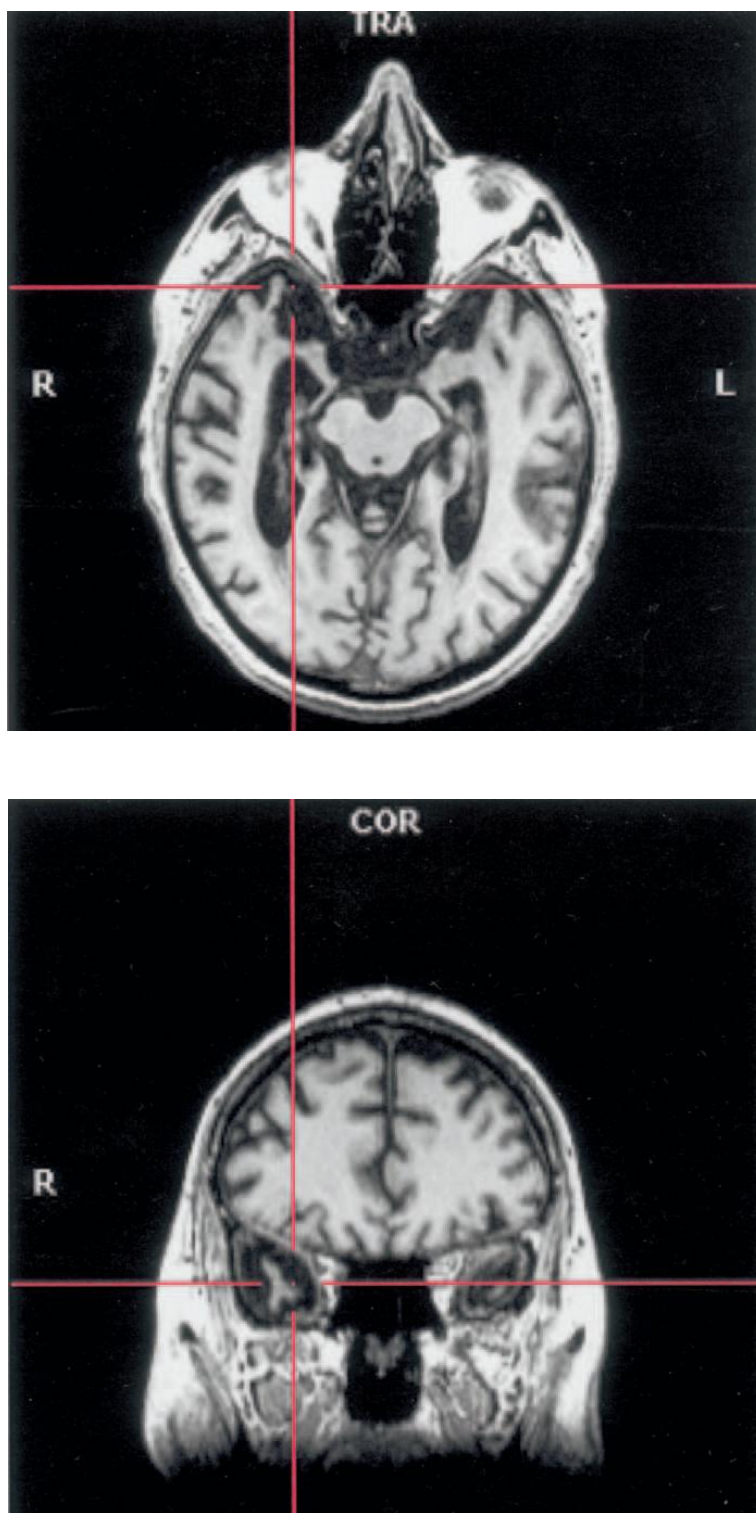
Imágenes por resonancia magnética (MRI) con visión sagital, coronal y transversal de una prosopagnosia progresiva.
